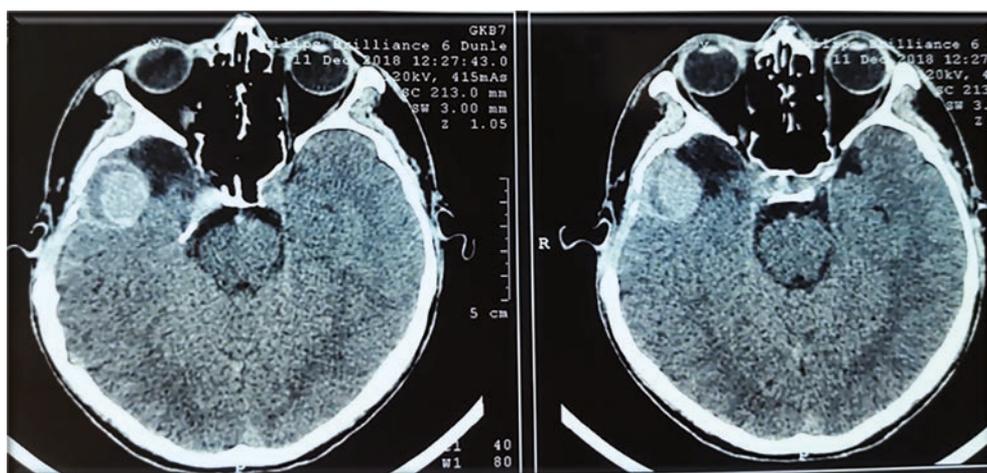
Пациент К. КТ-картина через 2,5 месяца после черепно-мозговой травмы
